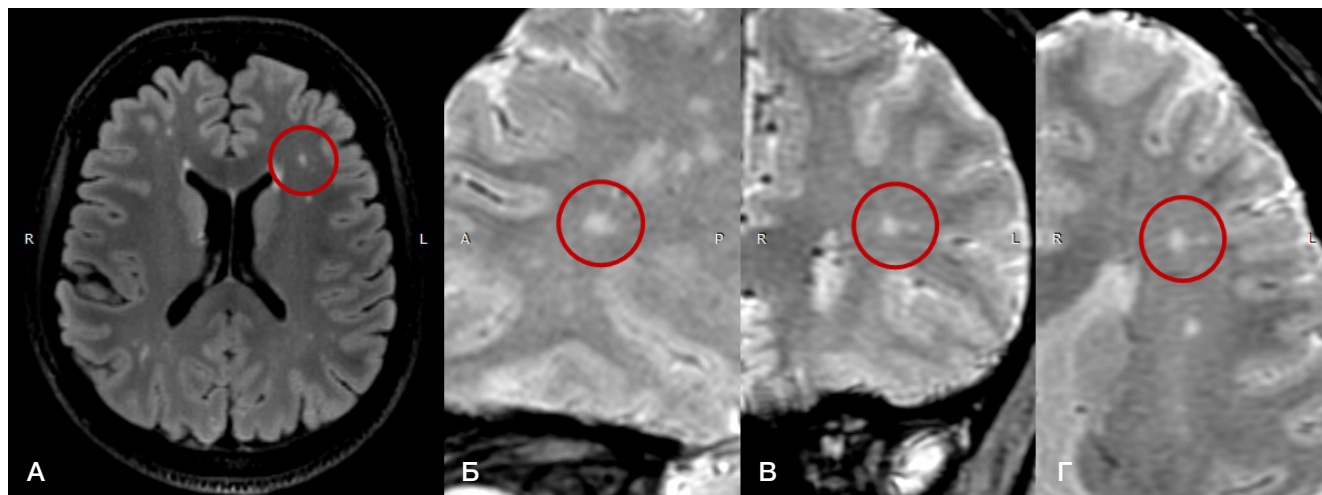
Магнитно-резонансные томограммы второго пациента. А. T2-взвешенное изображение с подавлением сигнала свободной жидкости (FLAIR), аксиальный срез. Визуализируется округлый очаг в глубоком белом веществе левой лобной доли (красный овал). Б. Изображение, взвешенное по магнитной восприимчивости (SWI), аксиальный срез. Тот же очаг, симптом центральной вены не регистрируется (красный овал). В. Изображение, взвешенное по магнитной восприимчивости (SWI), сагиттальный срез. Тот же очаг, симптом центральной вены не визуализируется; рядом расположен более мелкий очаг, не подлежащий оценке (красный овал). Г. Изображение, взвешенное по магнитной восприимчивости (SWI), коронарный срез. Тот же очаг, симптом центральной вены не наблюдается (красный овал)
